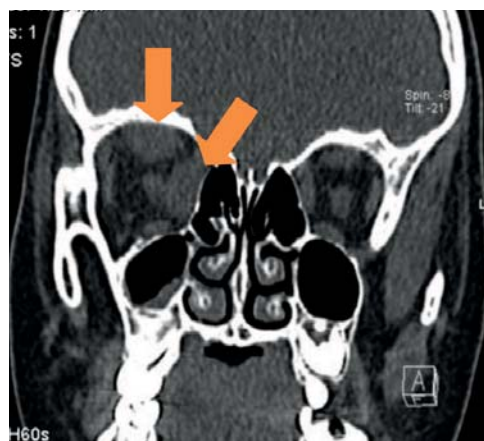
TC órbitas (corte frontal) mostra espessamento do recto superior e recto medial.
